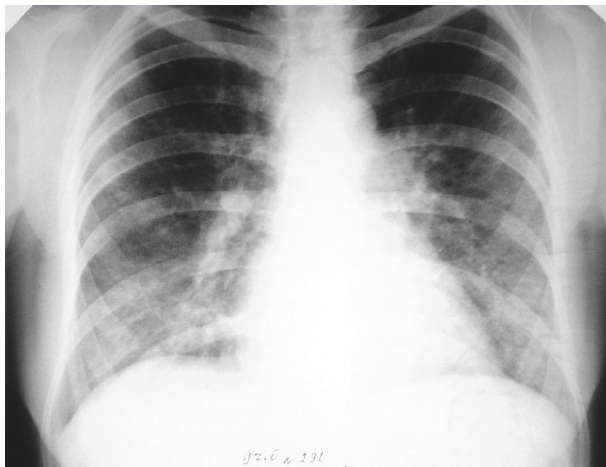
Рентген ОГК в прямій проекції хворої С.
